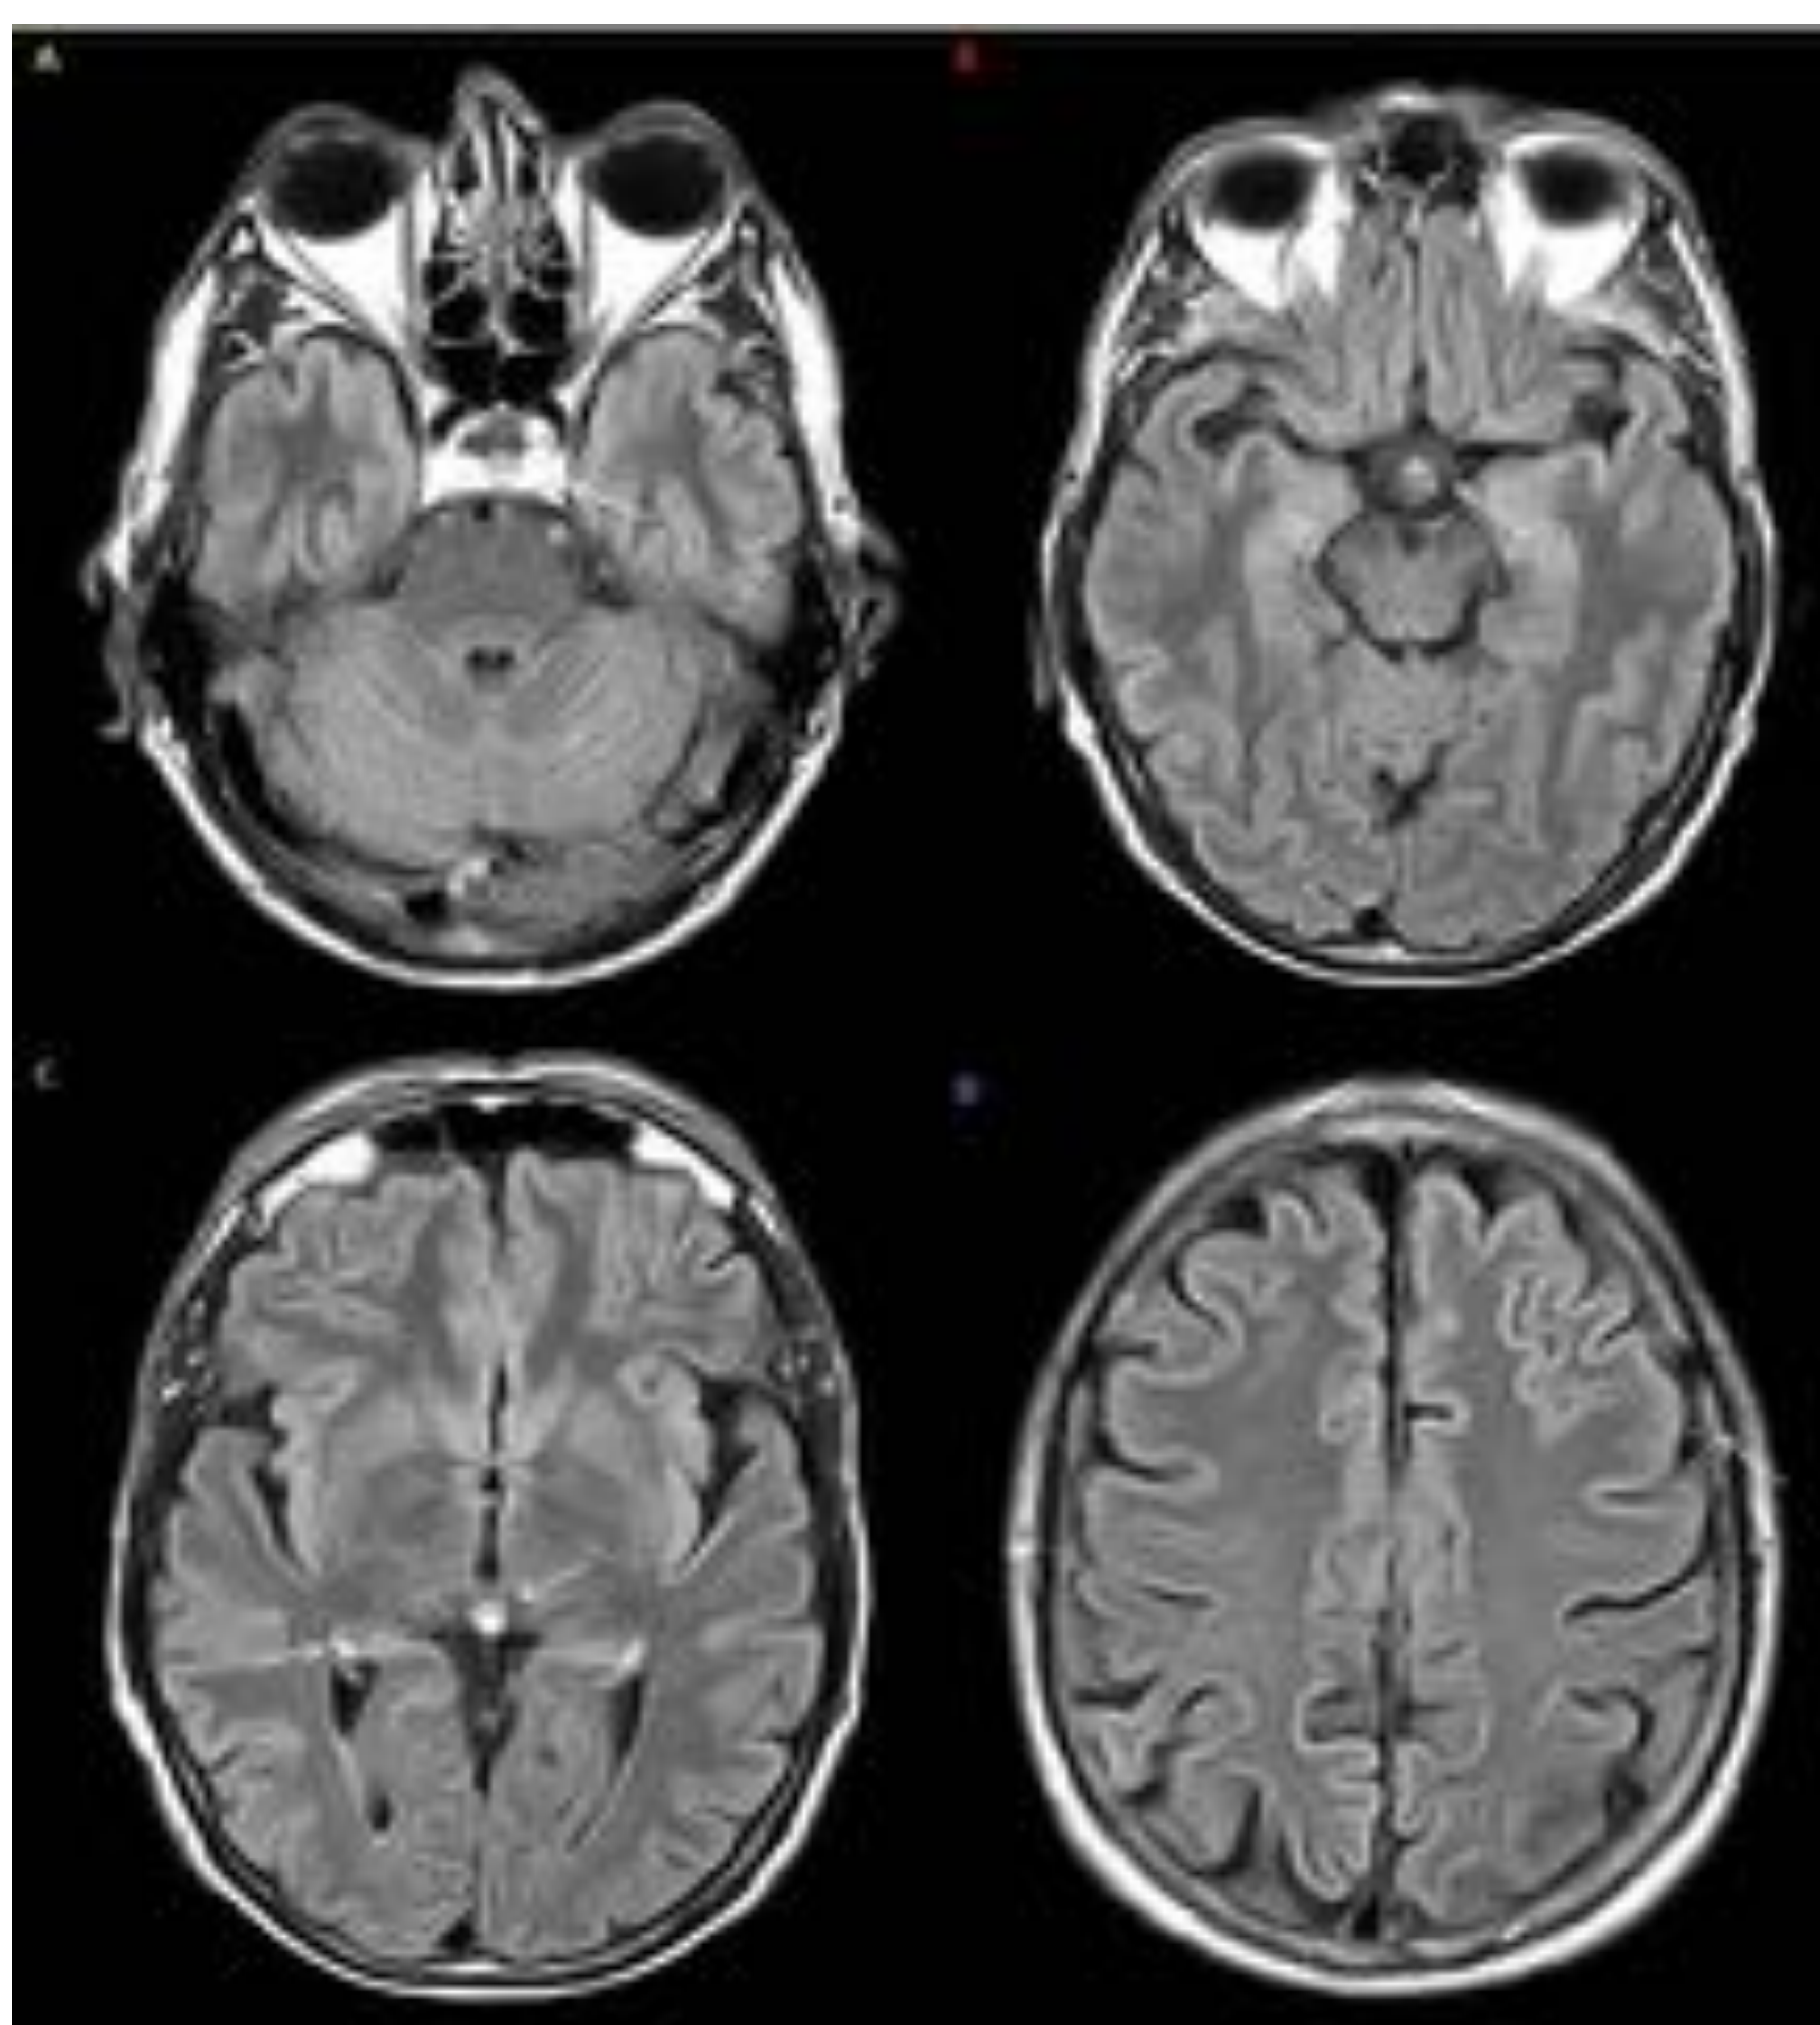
Realce normal de estructuras anatómicas en secuencia FLAIR con CIV. Senos cavernosos (A), infundíbulo hipofisario (B), glándula epifisaria y plexos coroideos (C). y apenas perceptible en los vasos leptomeníngeos (D).
